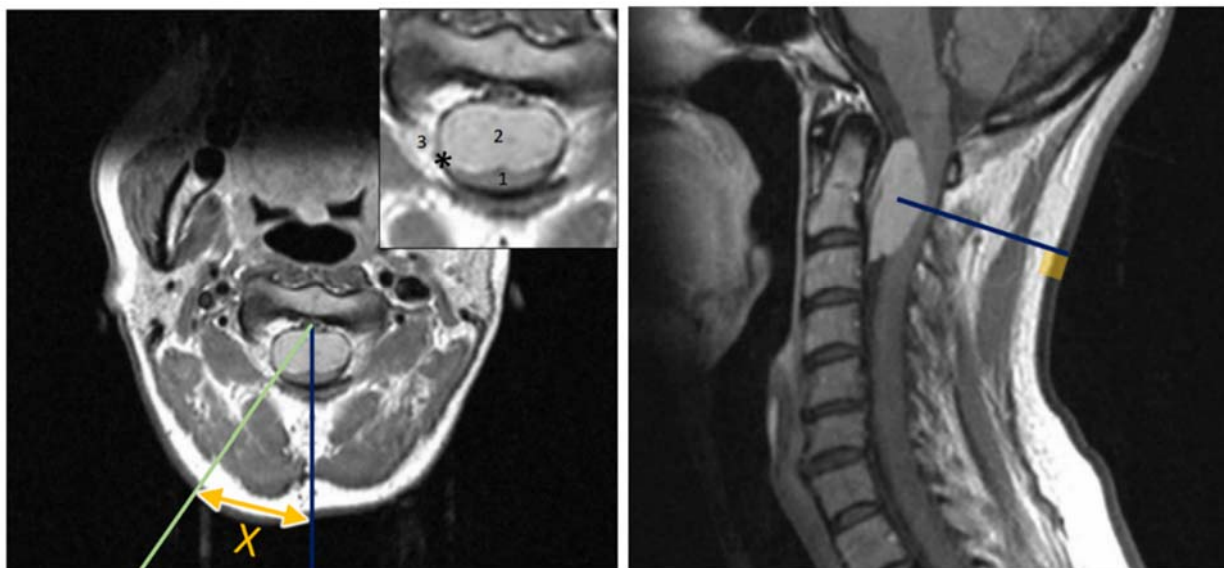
Пример предоперационной разметки для планирования расположения разреза мягких тканей и объема резекции костных структур краниовертебрального перехода на основании МРТ-снимков
